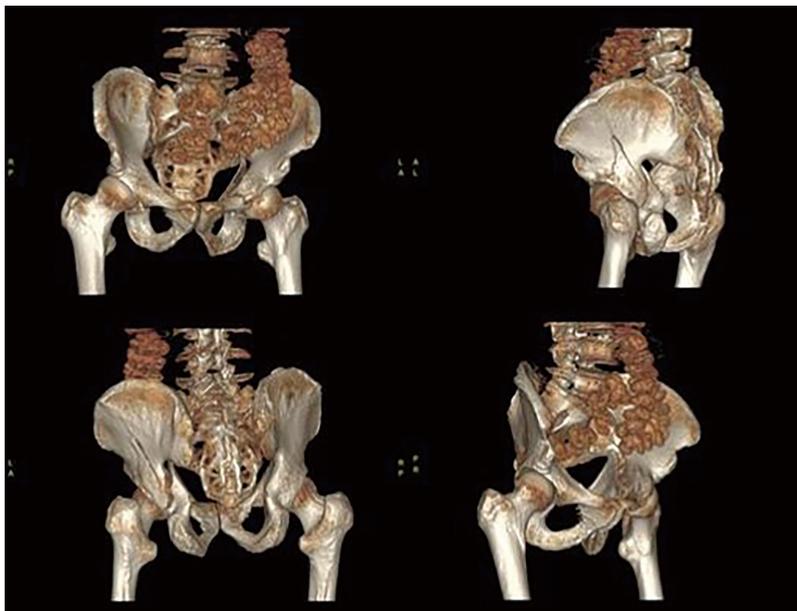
患者影像学检查: CT 可见髌臼双柱骨折, 骨折累及后壁
